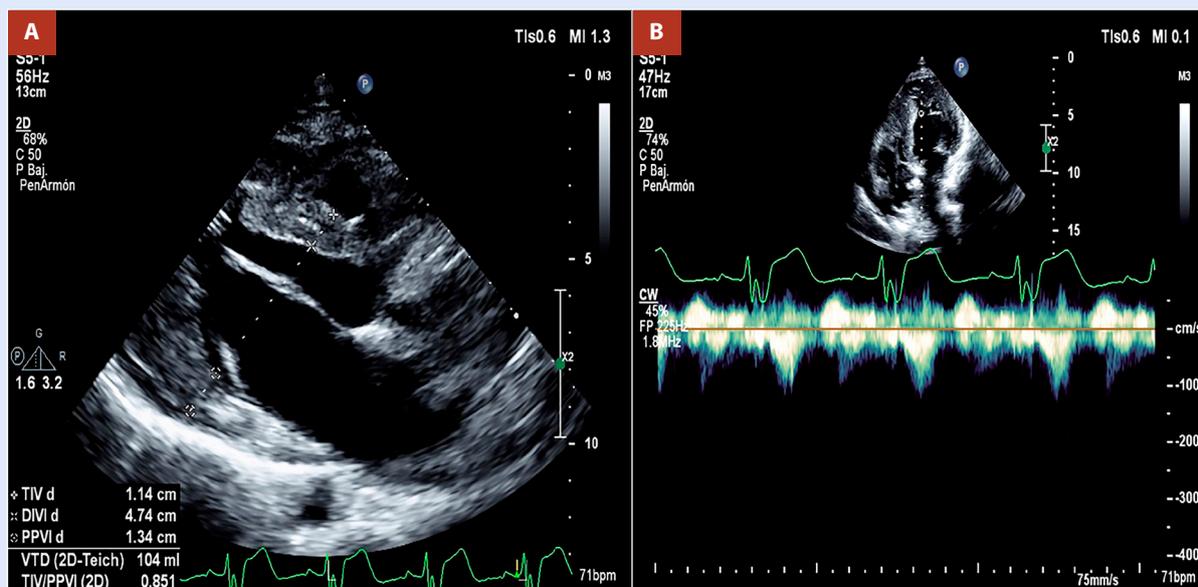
(A) Proyección paraesternal eje largo con documentación de septum de 1,1 cm. (B) Doppler continuo en TSVI sin evidencia de gradiente intracavitario.
